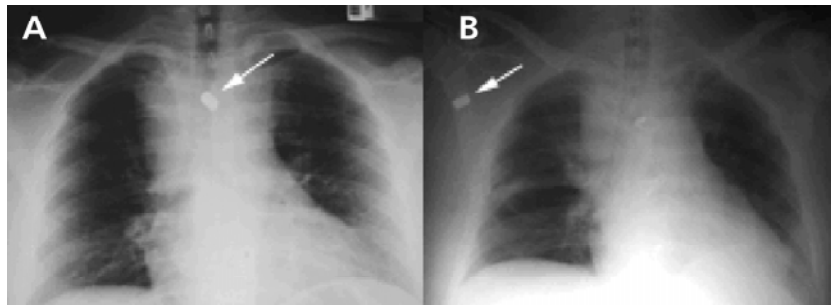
A) Radiografía de tórax de ingreso: muestra ensanchamiento mediastínico; la flecha indica localización del proyectil en mediastino superior, línea medio-esternal (tercer espacio intercostal). B) Radiografía de tórax postoperatoria precoz: la flecha indica migración del proyectil a la región axilar derecha
